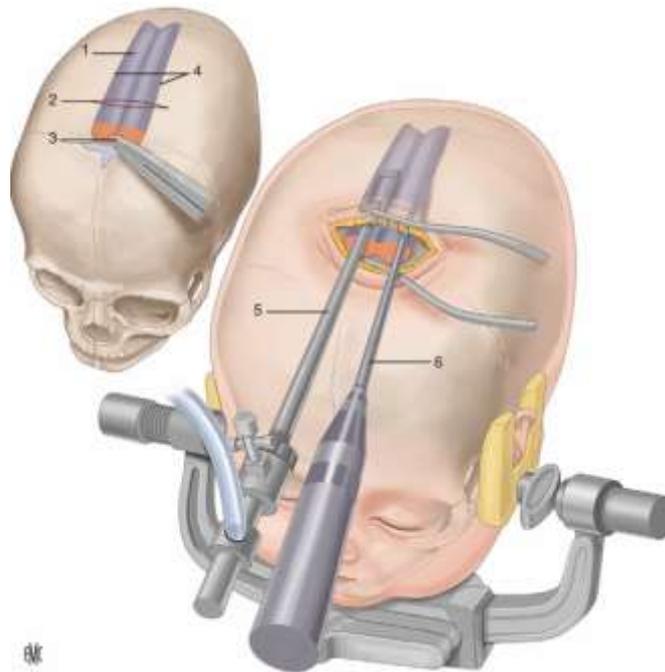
Suturectomie linéaire sagittale par voie endoscopique. Fusion de la suture sagittale et résection endoscopique de la suture par incision réduite. 1. Craniosténose sagittale ; 2. incision cutanée réduite à 3,5 cm ; 3. ostéotomie amorcée à la pince gouge ; 4. ostéotomies sagittales ; 5. endoscope ; 6. scie à ultrasons.
